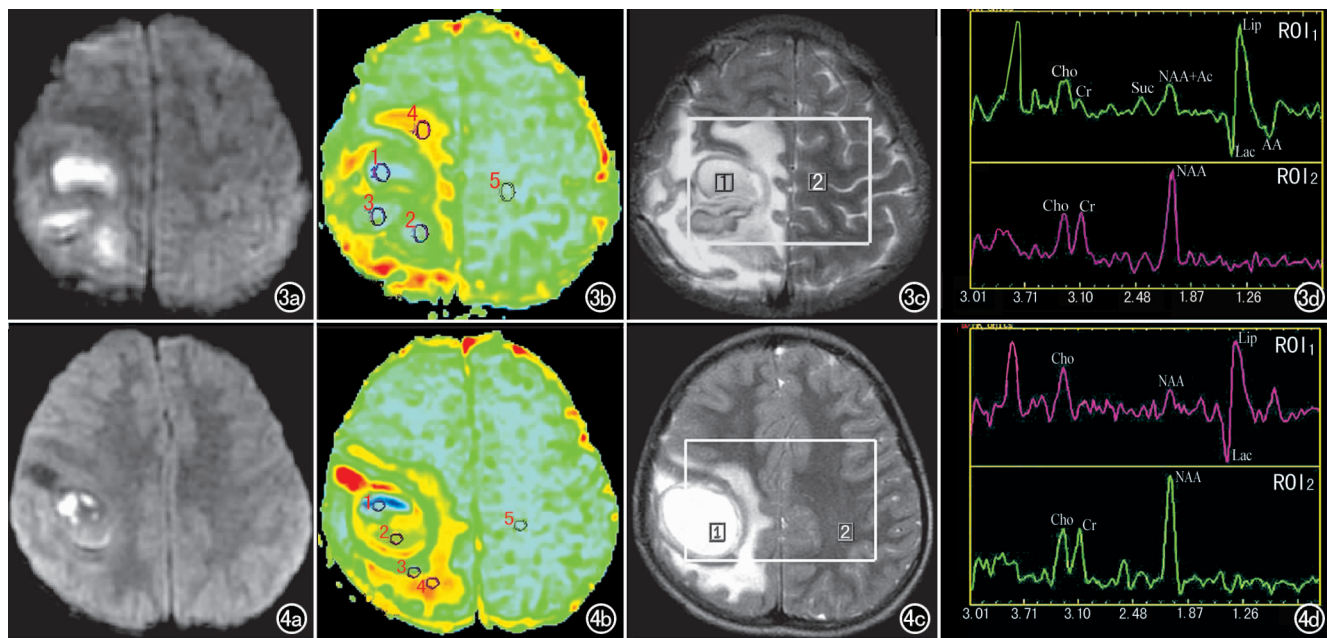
右侧顶叶多房性脑脓肿。a) DWI 示病灶呈高低混杂信号；b) ADC 图示脓腔内(ROI₁)的 ADC 值较对侧(ROI₅)的 ADC 值低而表现为稍高信号，脓腔周边(ROI₂)和(ROI₃)的 ADC 值较对侧(ROI₅)的 ADC 值稍高而表现为稍低信号；c) T₂WI 上确定 MRS 兴趣区：脓腔内(ROI₁)和对侧正常组织(ROI₂)；d) MRS 示与对侧正常组织(ROI₂ 谱线)比较，脓腔内(ROI₁ 谱线)可见 AA 和 Lip/Lac 峰，还可见 Suc 和 Ac 峰。图 4 右侧顶叶脑脓肿。a) DWI 示病灶呈高低混杂信号；b) ADC 图示部分脓腔(ROI₁)的 ADC 值较对侧正常脑组织(ROI₅)的 ADC 值低，部分脓腔(ROI₂)的 ADC 值较对侧正常脑组织高；c) T₂WI 上确定 MRS 取样区：脓腔内(ROI₁)和对侧正常组织(ROI₂)；d) MRS 示与对侧组织(ROI₂ 谱线)比较，脓腔内(ROI₁ 谱线)未见 AA 峰，只见矮小的 Cho、NAA 峰和高耸的 Lip/Lac 峰。
